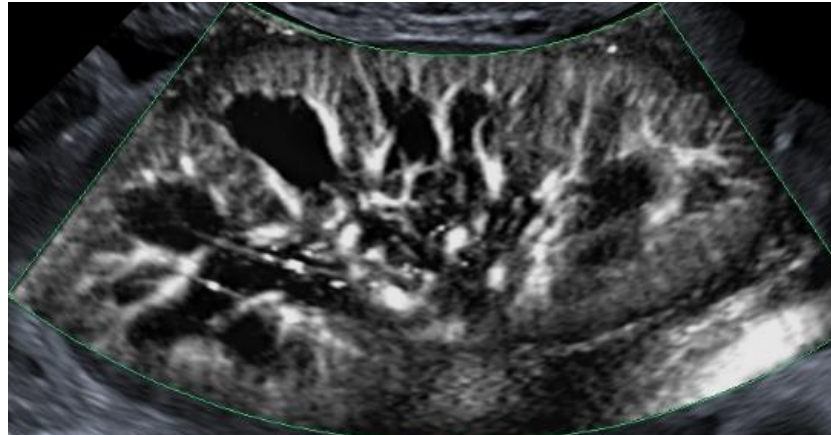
Valoración de la perfusión global del injerto con Doppler microvascular que consigue visualizar vasos de pequeño tamaño y de menor velocidad. Útil en casos de infartos o pielonefritis.
